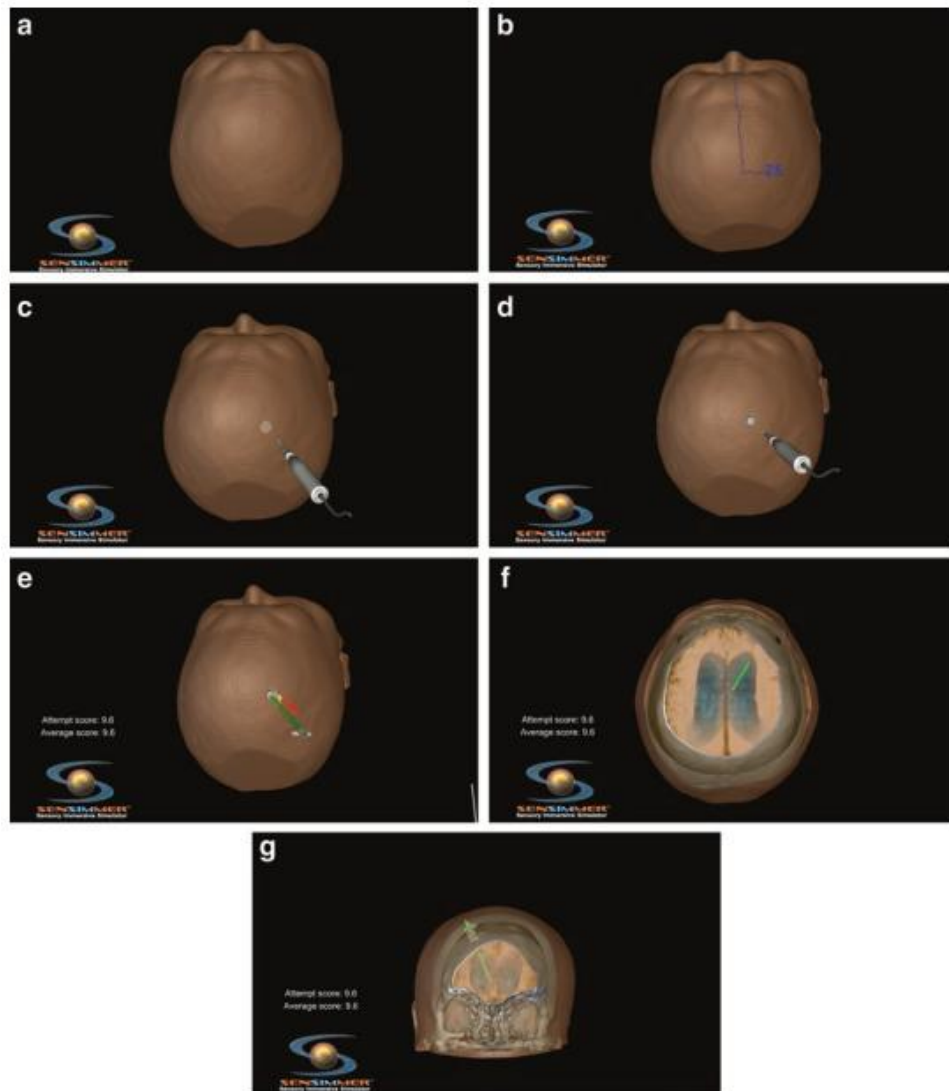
(a) Reconstruction virtuelle de la tête à partir d'une tomodensitométrie (TDM) tridimensionnelle.(b) Le résident peut mesurer la distance par rapport aux repères externes pour l'aider à choisir l'emplacement correct du trou de trépanation. (c, d) Module de forage osseux simulant la réalisation du trou de trépanation. (e) À la fin de l'essai de positionnement du cathéter, le logiciel calcule la précision de la position et attribue un score. Si le résultat est concluant, le cathéter devient vert. (f, g) Vérification directe de la position finale du cathéter dans la tête virtuelle : (f) projection axiale, (g) projection coronale
